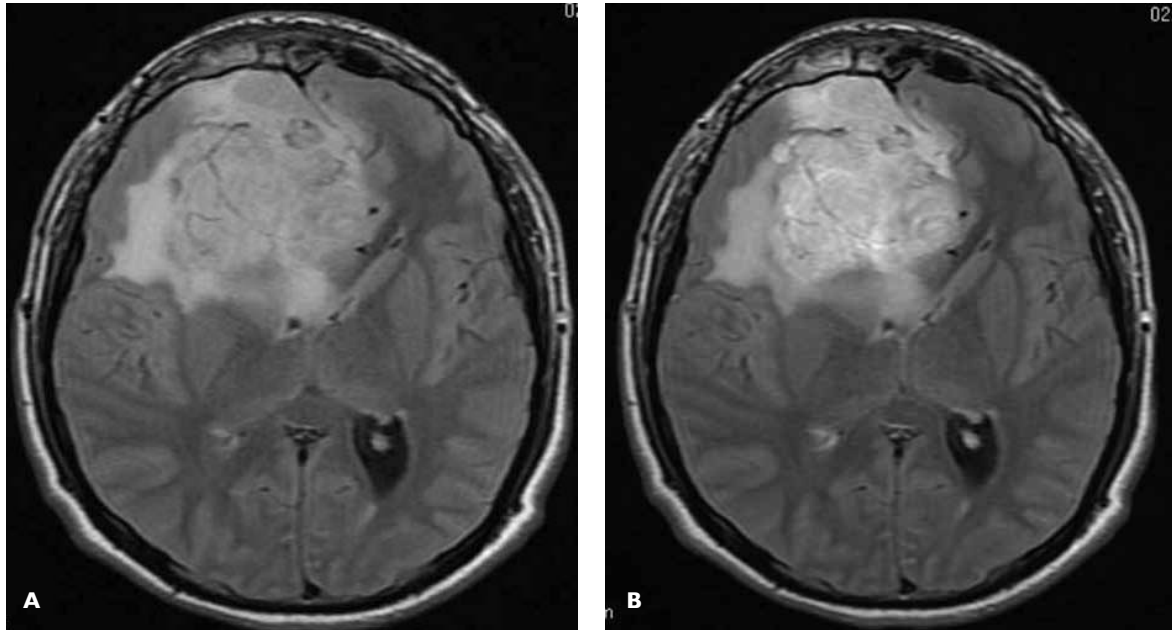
Imágenes con cambios sobresalientes. A) Secuencia T2 FLAIR sin gadolinio. B) con gadolinio, se identificó cambio que fue considerado sobresaliente en la comparación.
